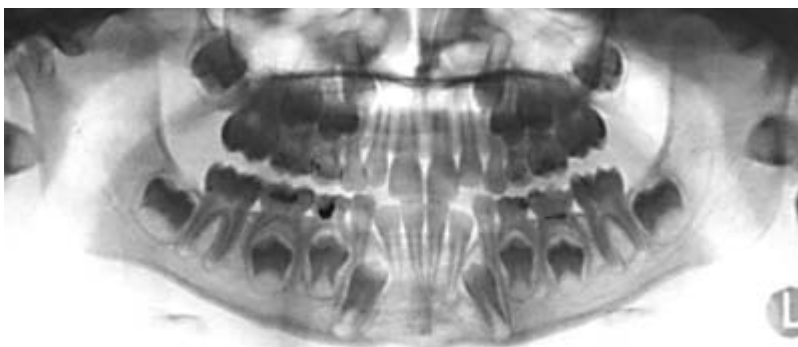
Ортопантомограмма ребенка 8 лет. Расположение зачатков постоянных зубов, сроки их прорезывания и строение костной ткани челюстей соответствуют норме. Зачатки постоянных зубов с картиной 1-ой стадии формирования корня (несформированной верхушки).
